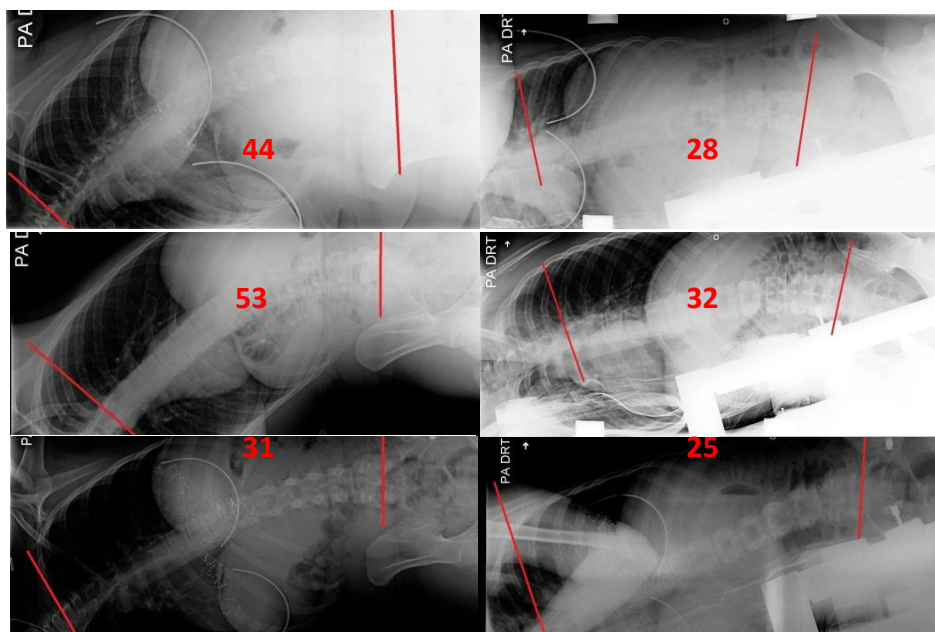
Radiographies des sujets du test I lors de l'inflexion latérale volontaire (à droite) et lors de la manipulation dans le plan frontal (à gauche)
